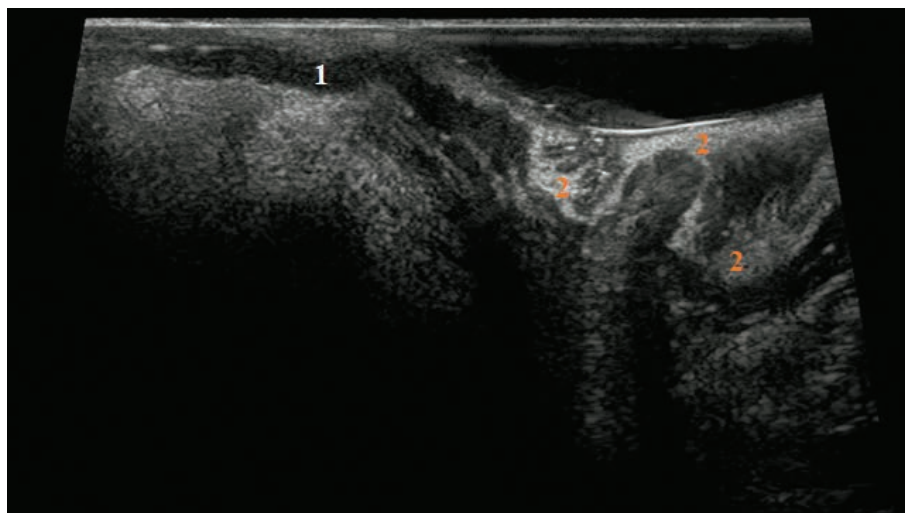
Эхограмма внутренней ректальной инвагинации при пробе с натуживанием. ЭРУЗИ в В-режиме, 1 — внутренний сфинктер, 2 — пролабирующая стенка прямой кишки.
